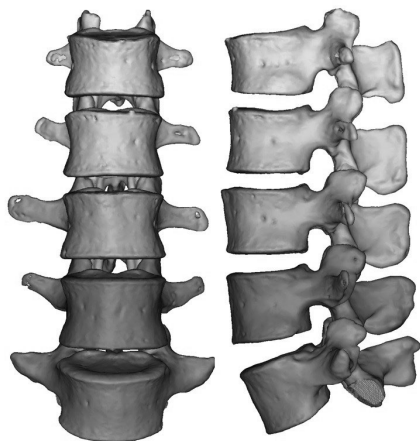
通过腰椎 CT 数据进行腰椎三维模型重建
